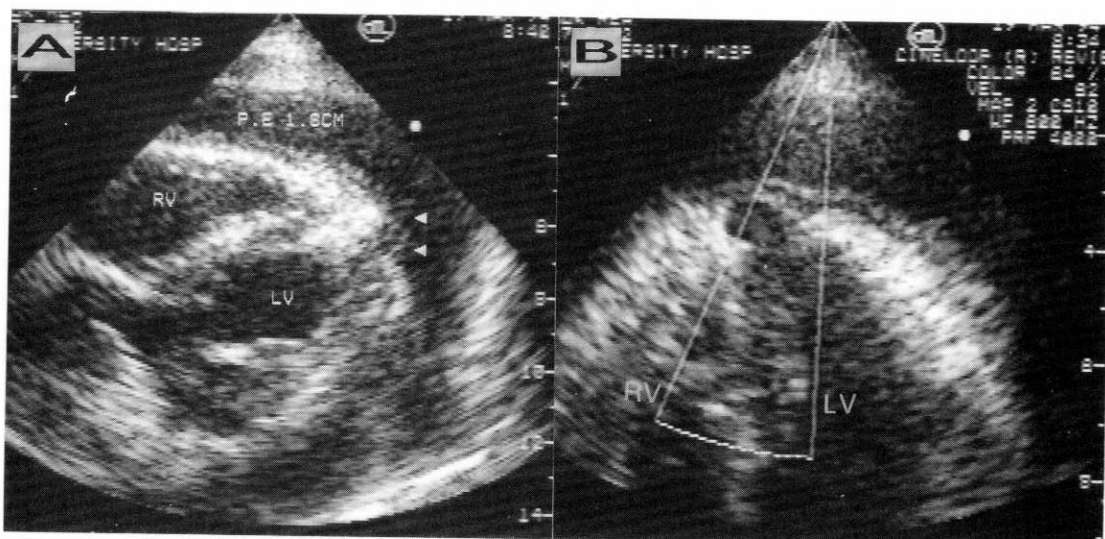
Subcostal(A) and apical four-chamber view(B) of two-dimensional and Doppler echocardiogram show massive pericardial effusion and apical left ventricular pseudoaneurysm with narrow neck, which communicate with left ventricular cavity(P.E : pericardial effusion, RV : right ventricle, LV : left ventricle).
